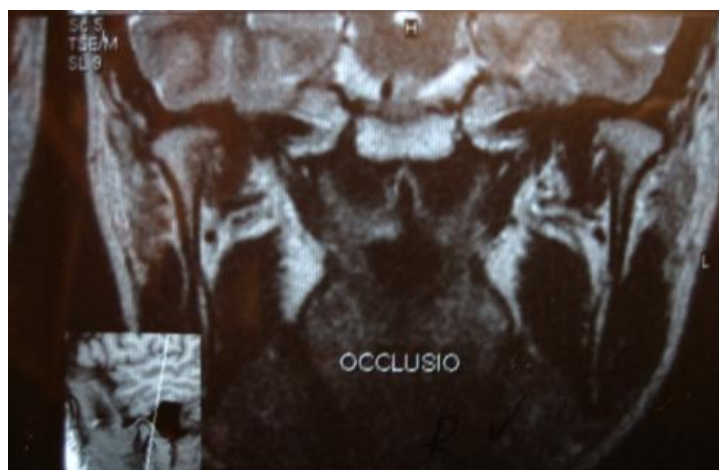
МРТ ВНЧС пациента группы сравнения в косо-коронарной проекции.
